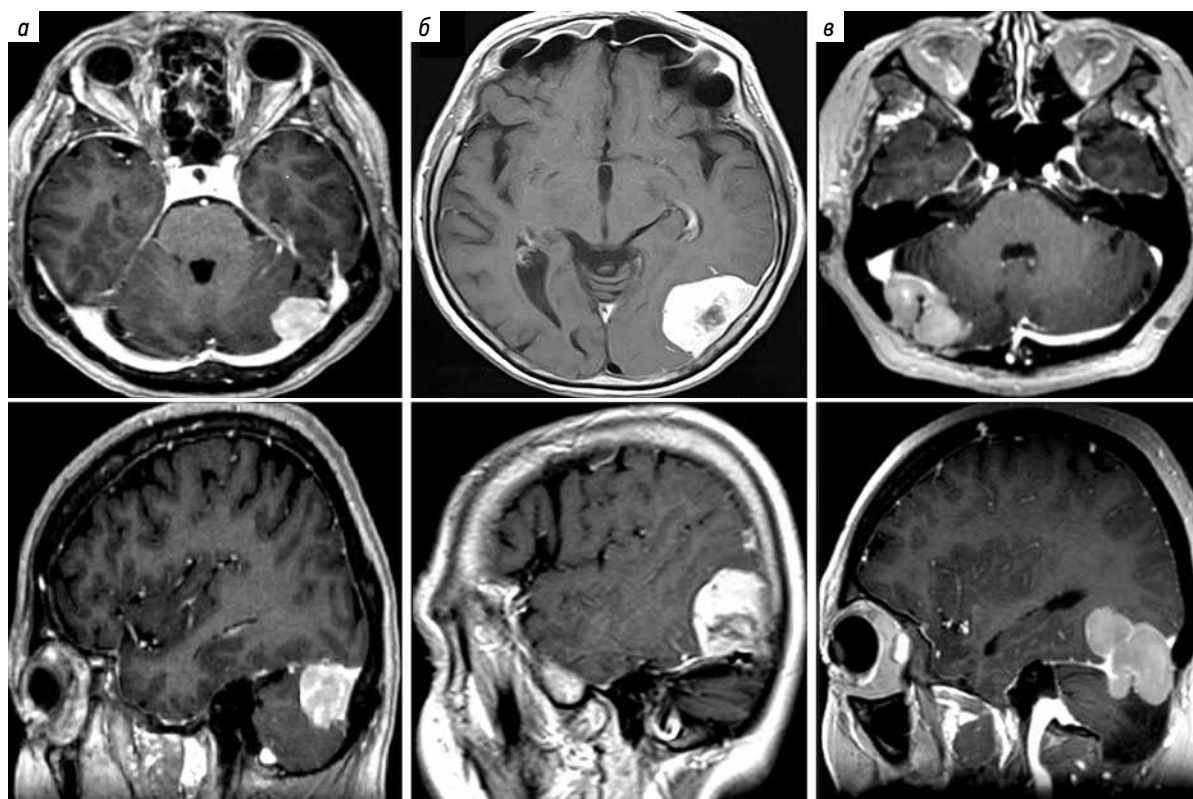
Магнитно-резонансные томограммы. Менингиомы намета мозжечка и поперечного синуса: а — субтенториальная; б — супратенториальная; в — суб- и супратенториальная
